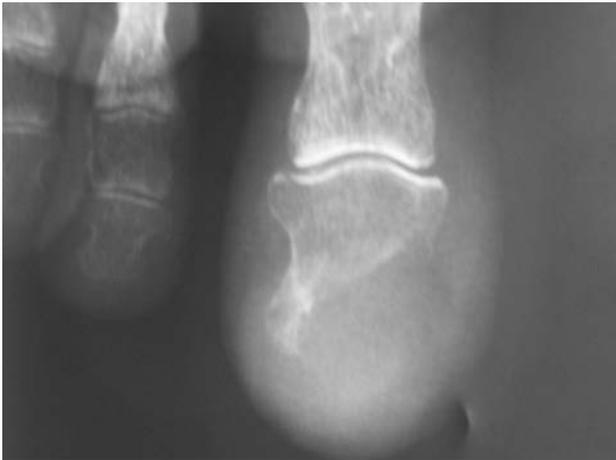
Radiografía del dedo afectado en la que se observa osteolisis de la falange distal sin reacción perióstica asociada.
